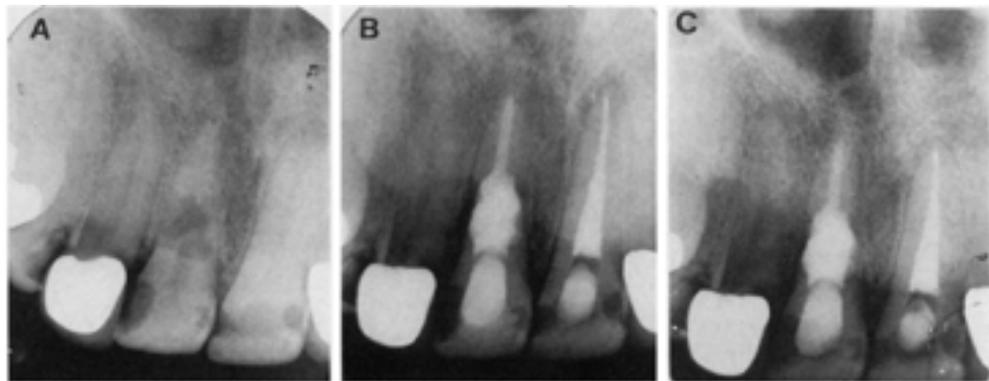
Radiografía preoperatoria de un incisivo central maxilar derecho con una amplia resorción de la superficie externa del diente. (B) Radiografía postoperatoria después de la limpieza y la configuración del conducto radicular, obturación de la parte apical con gutapercha, llenado del defecto con MTA y el cierre de la cavidad de acceso con una resina compuesta. (C) Radiografía posoperatoria que muestra la ausencia de patología periradicular 18 meses despues. Stropko J.⁴
